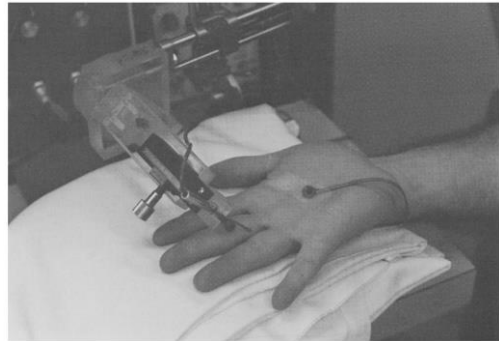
Mesure de la taille des artères digitales et du flux sanguin à l'aide de l'échographie Doppler (102)
